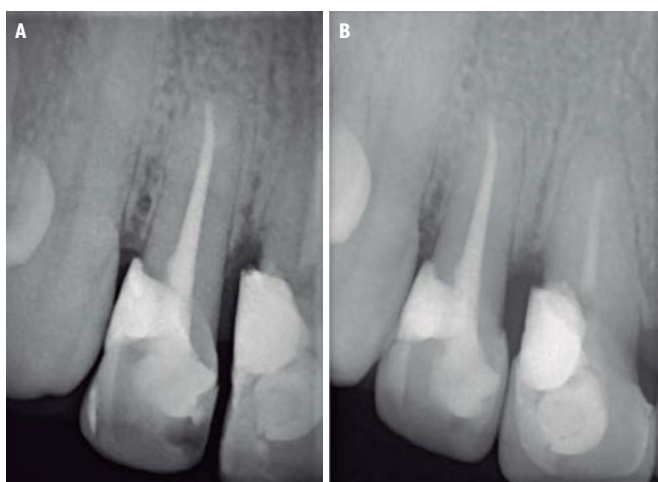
a Radiografía al año de control, b Radiografía a los cuatro años de control
